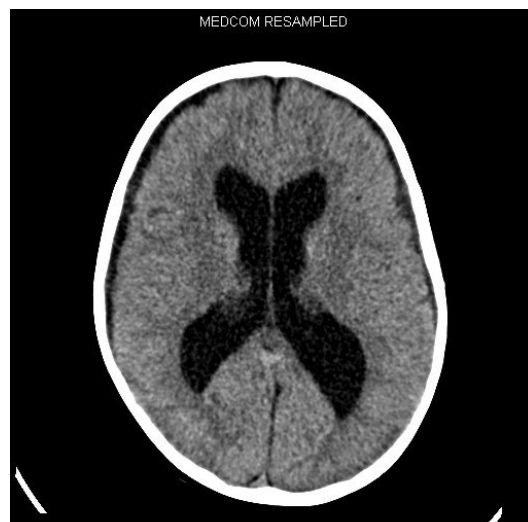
CT-Befund eines dreijährigen Kindes mit Aquäduktstenose
